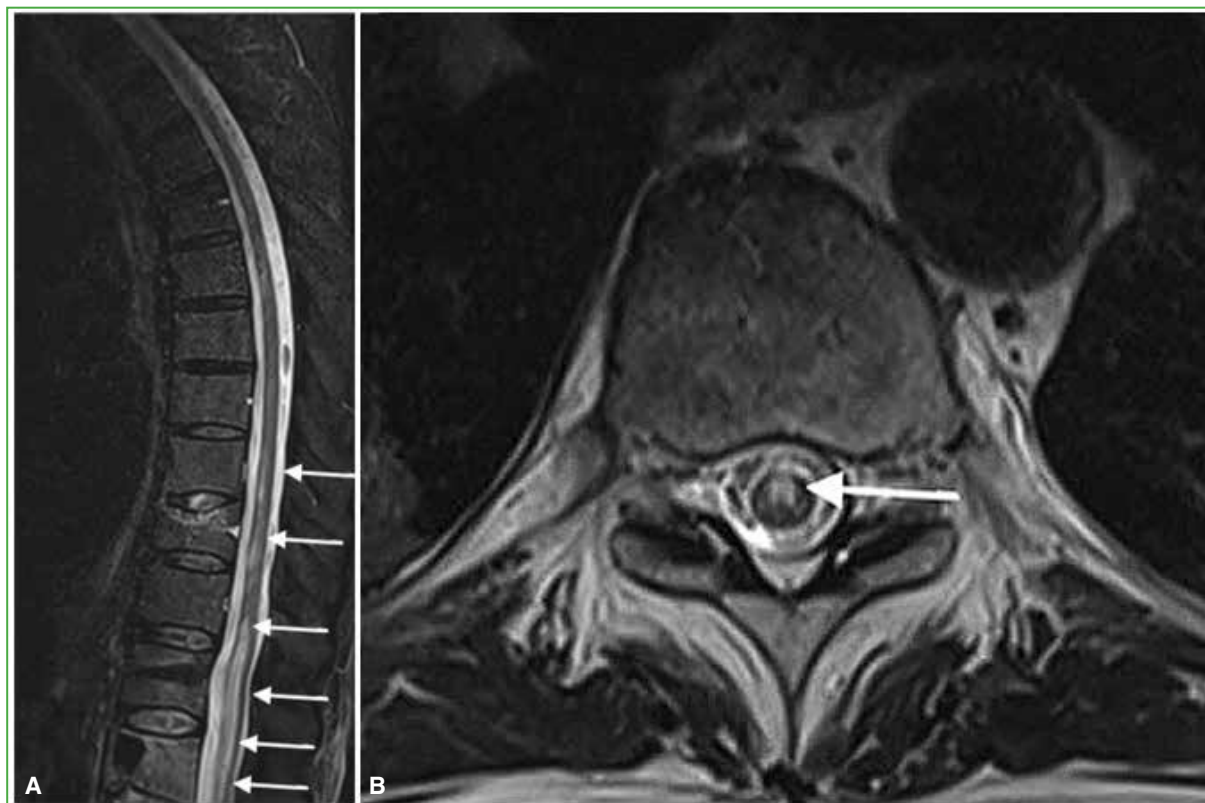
Resonancia magnética posoperatoria de columna que muestra una señal hiperintensa intramedular, compatible con lesión vascular. A. Corte mediosagital en secuencia T2. B. Corte axial en secuencia T2.
